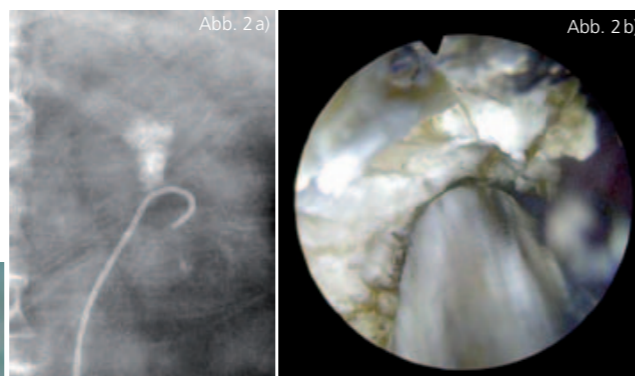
a): Großer Nierenkelchstein der linken Niere (vor Steinentfernung) unter Röntgendarstellung und b) intraoperativ unter Anwendung des Shock pulse SE.
